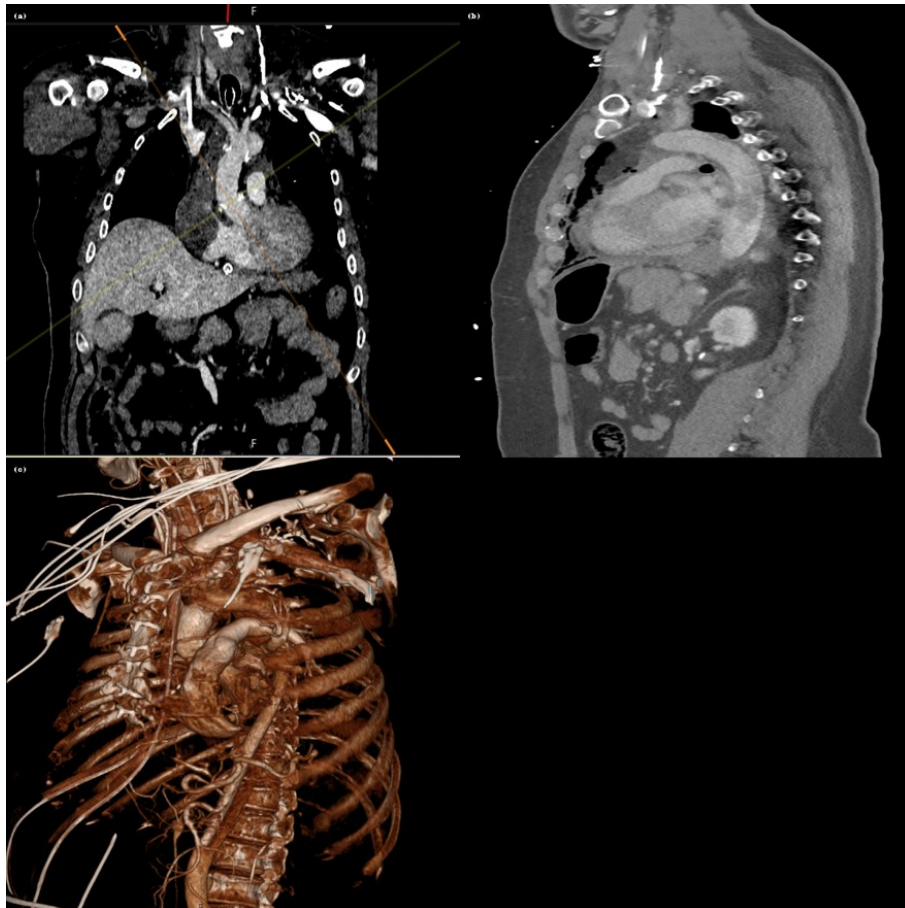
postoperative CTA-Aufnahmen nach suprakoronalem Ascendens- und Teilbogenersatz bei ATAAD. Nachweis des Prothesenersatzes der Aorta ascendens. Fortbestehen der Dissektion in die supraaortalen Gefäße (u.a. (unter anderem) Truncus brachiocephalicus, A. subclavia sinistra) sowie nach distal mit Abgang der A. renalis sinistra und der A. mesenterica inferior aus dem falschen Lumen. Kontrastmittelextravasat dorsal am Ascendens-Ersatz (DD Porosität des Transplantats, DD Anastomoseninsuffizienz). Postoperatives Hämato-perikard, Pneumomediastinum und Drainagen in situ, ohne Hinweis auf eine zentrale Lungenembolie (a): Frontale CTA-Rekonstruktion mit Nachweis des Ascendens-Ersatzes. (b): Sagittale CTA-Rekonstruktion mit Darstellung des Prothesenverlaufs. (c): 3D-Volumenrekonstruktion nach Ascendens- und Teilbogenersatz.
